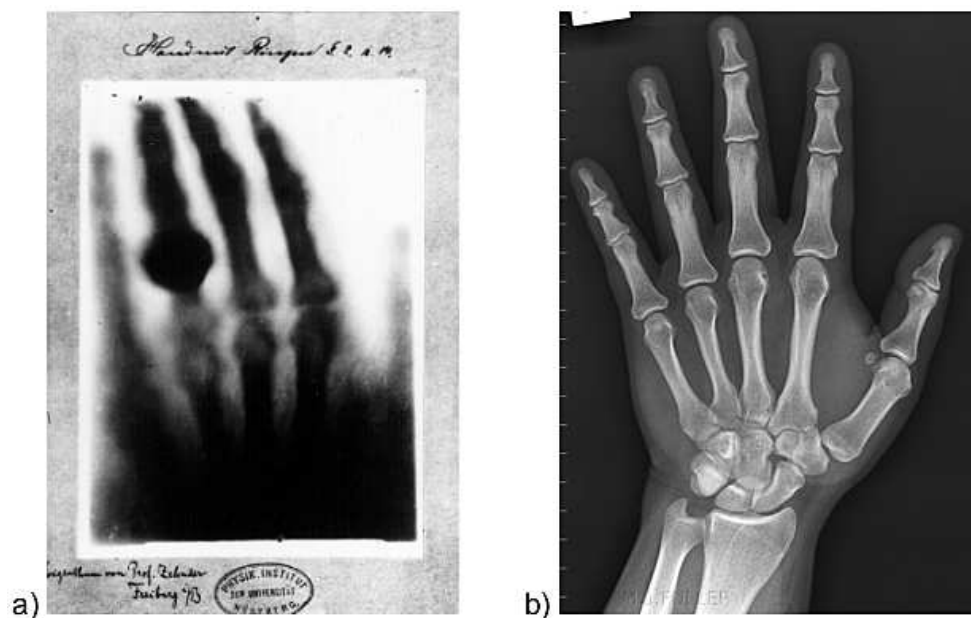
a) Primera radiografía médica por W. C. Röntgen de la mano de su esposa Anna Bertha Ludwig. b) Radiografía digital moderna. Es importante resaltar la alta calidad de la radiografía digital.
